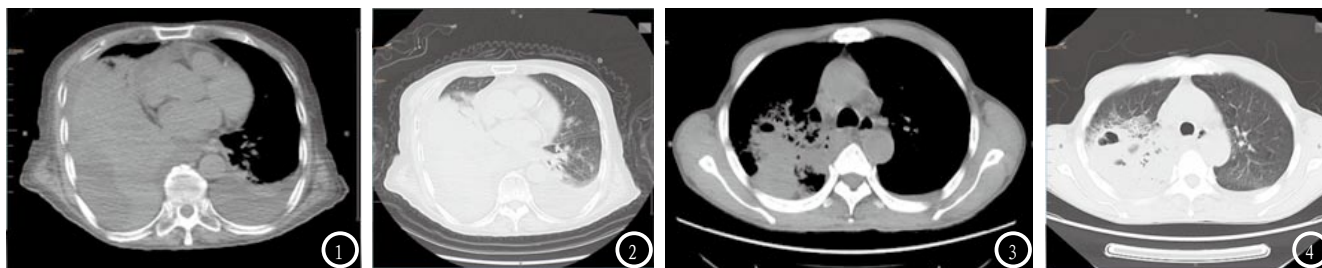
A患者的肺部CT扫描图像。图3-4 B患者的肺部CT扫描图像。
